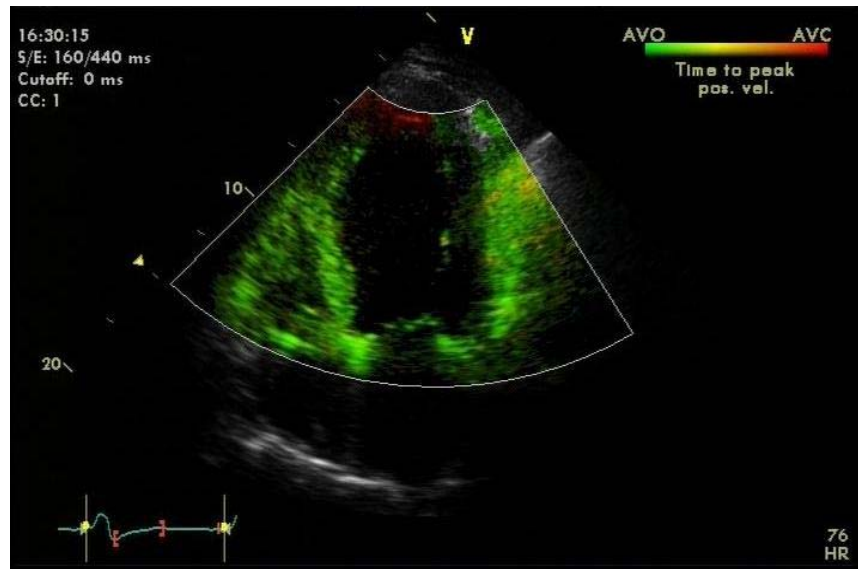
Exame do paciente nº 55. Técnica da *Tissue Synchronization Imaging* (TSI) colorida mostrando sincronismo de contração ventricular (em verde) no corte apical 4C.
